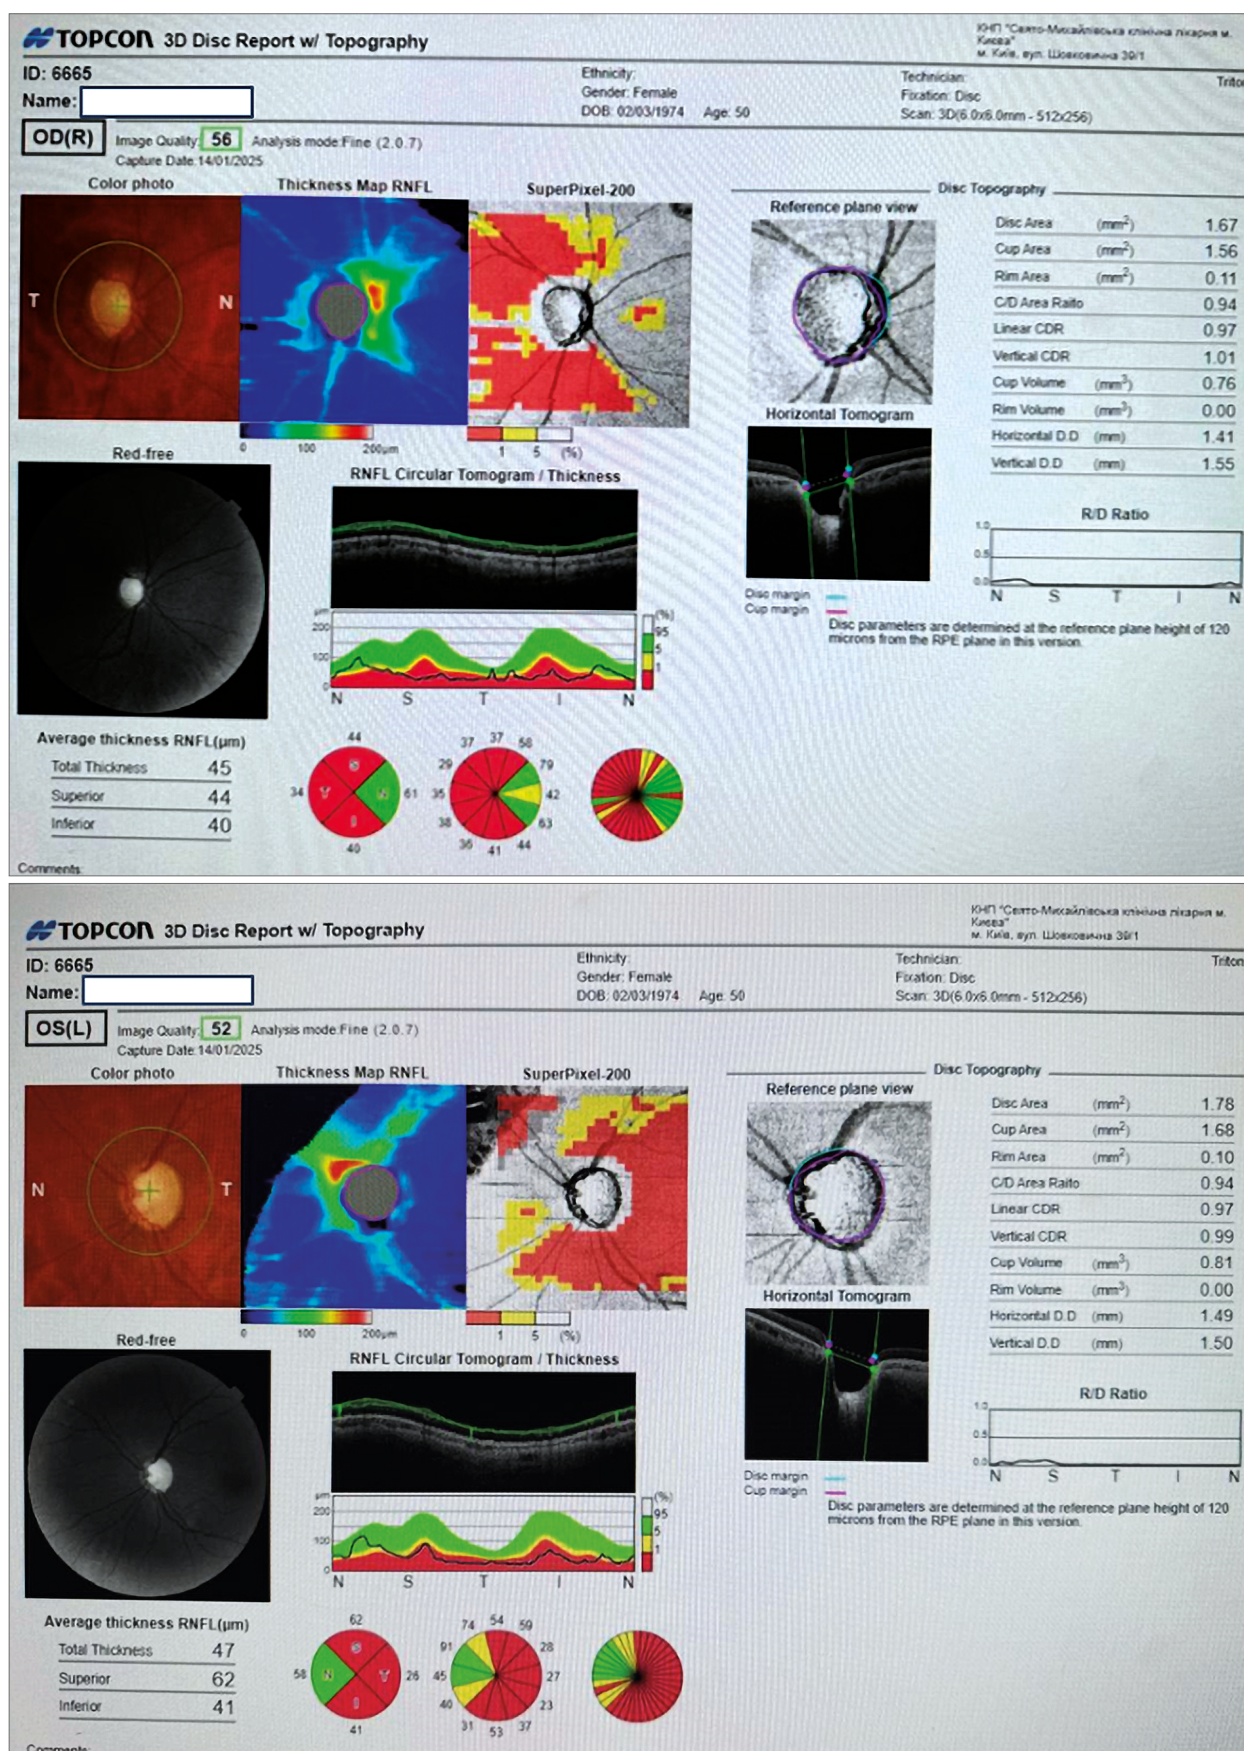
Оптична когерентна томографія диску зорового нерва (ОКТ) правого та лівого ока
